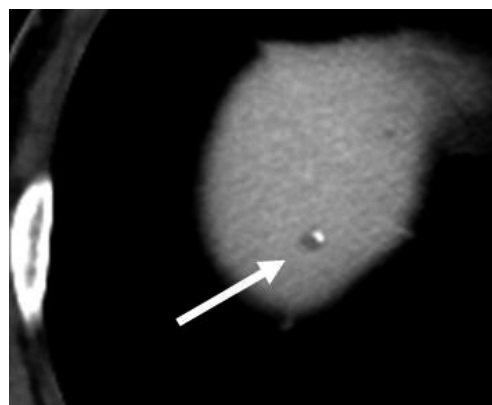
A 50-year-old male with tiny hepatic cyst with peripheral calcification (arrow) in S8 of the liver, that was not found on abdominal ultrasonography.
